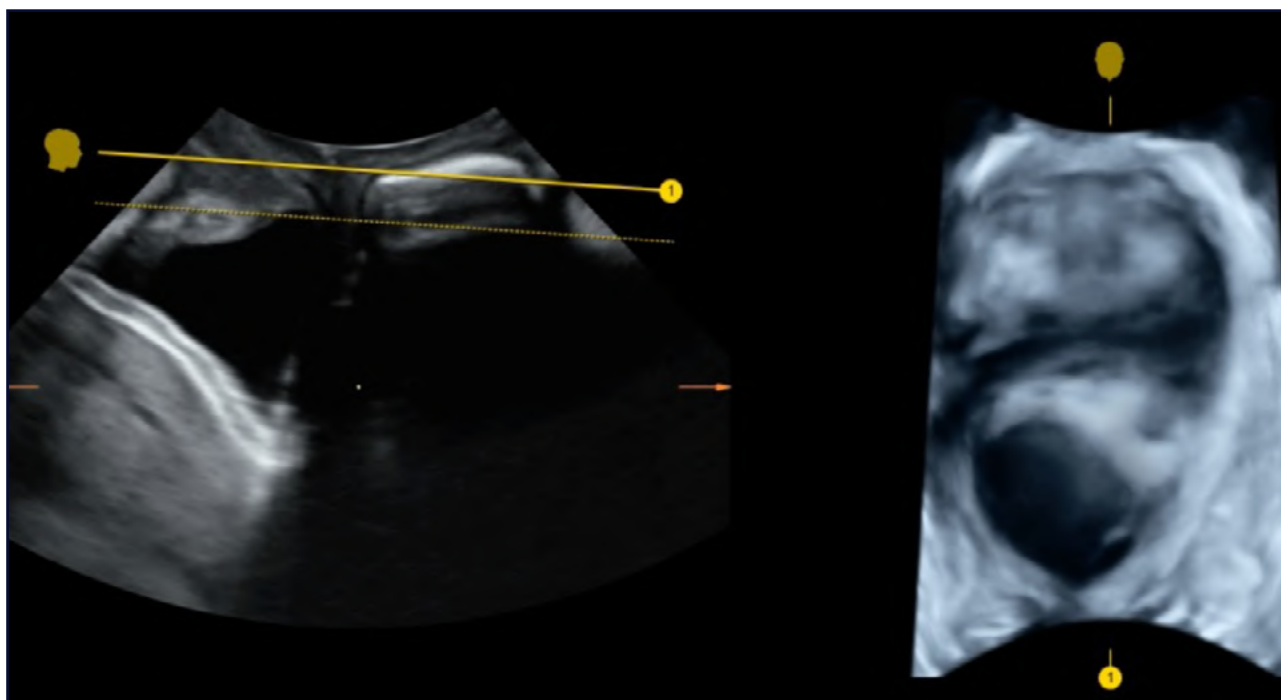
Ricostruzione ecografia 3D del muscolo elevatore dell'ano durante la massima manovra di Valsalva che mostra l'iperdistensibilità dell'area inclusa all'interno del muscolo (area dello iato dell'elevatore dell'ano) fenomeno noto come ballooning. In questo caso è stata utilizzata la tecnica di ricostruzione lineare con volume contrast enhancement²⁻⁴.
